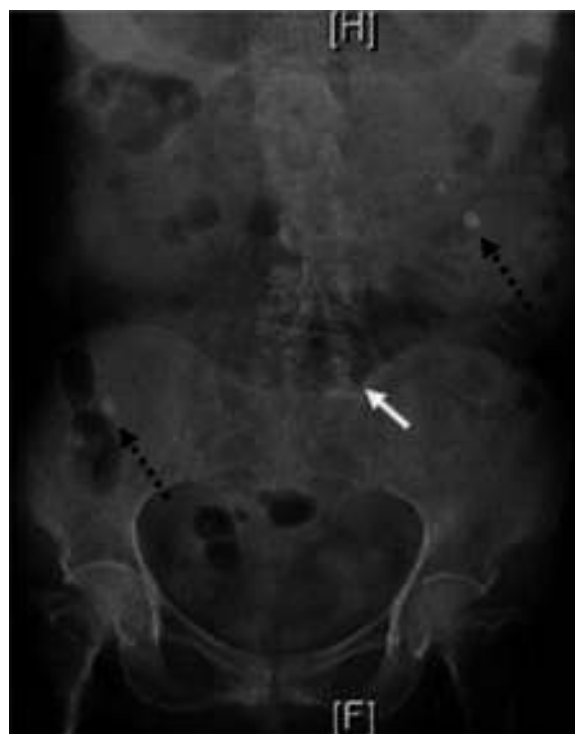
Radiografía de abdomen con distensión gástrica, dilatación de asas intestinales (flecha blanca) y cálculos biliares ectópicos (flechas negras punteadas).
